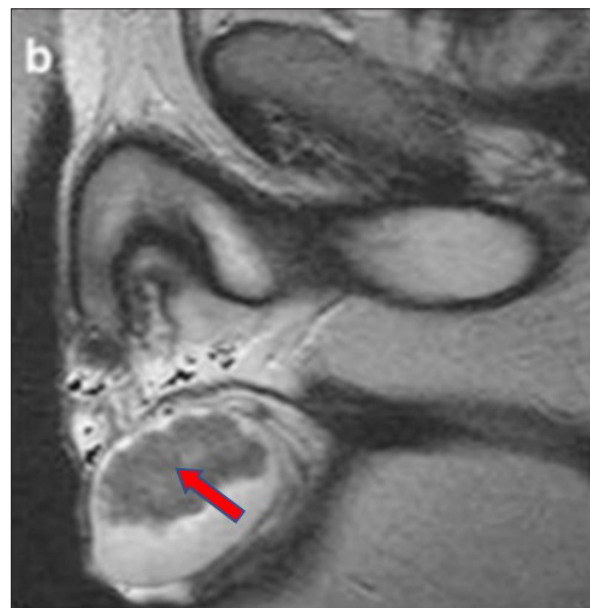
RM (ponderada en T2). Corte longitudinal, apreciando tumor testicular (TART) en forma de imagen heterogénea con señal de baja intensidad en T2, que desplaza el tejido testicular normal ⁽⁷⁶⁾.
